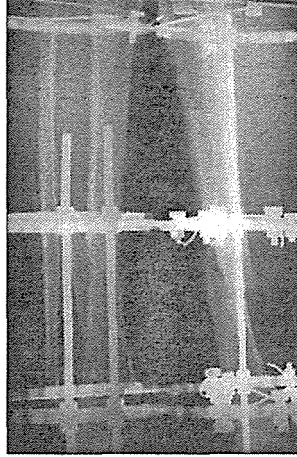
(Vaka-1) Tibial pilon kırığı erken postoperatif grafisi
